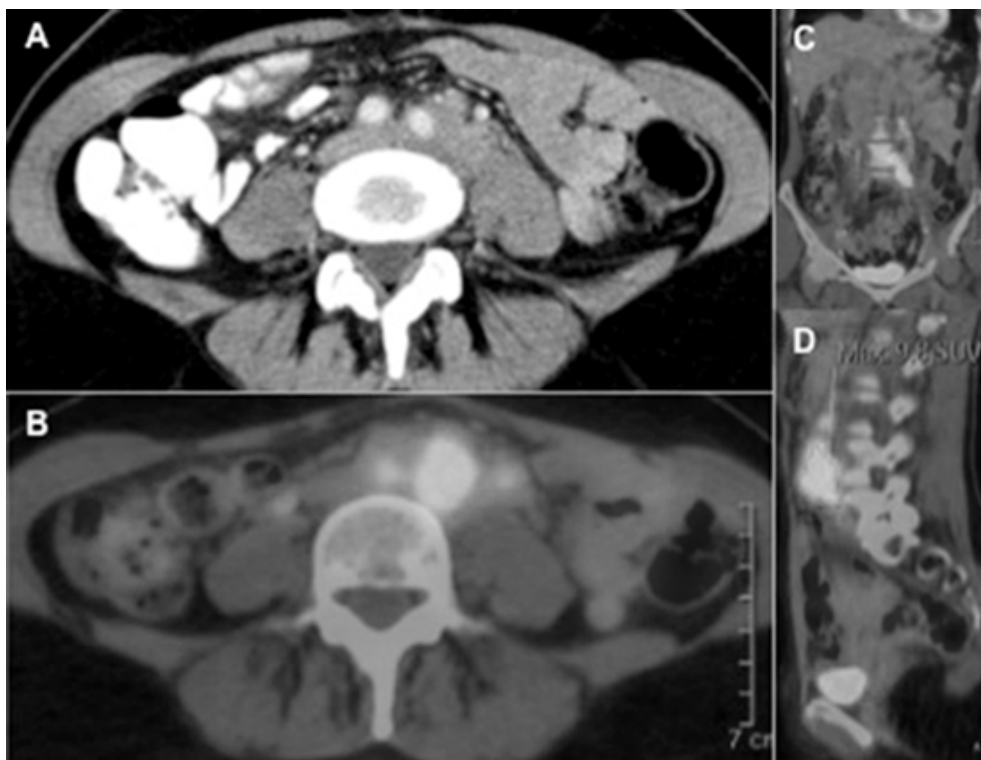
Papel da PET-TC na avaliação da recidiva. Carcinoma do colo IB1 submetido a cirurgia e radio-quimioterapia há 5 anos. A TC de controle (A) mostrou um conglomerado adenopático ilíaco primitivo esquerdo suspeito com material insuficiente na biópsia guiada por TC. A PET-TC (B-D) revelou adenopatias com fixação persistente do rádio-fármaco e SUV máximo bastante elevado ($SUV_{max} = 9.8$).
